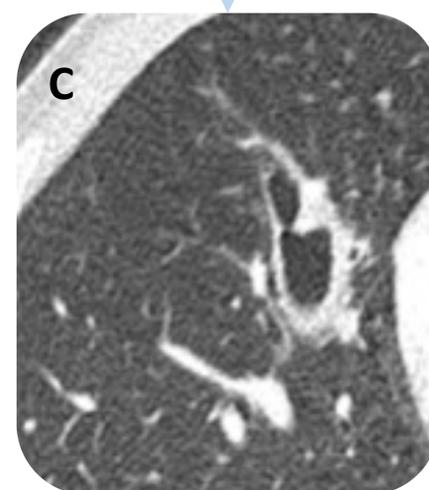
Aspergilosis broncopulmonar alérgica en paciente de 55 años con historia de asma desde la infancia e infecciones respiratorias de repetición. Cortes axiales de TC de tórax, visualizando los principales hallazgos radiológicos (signo del dedo de guante (A, B), nódulos centrolobulillares (A) y bronquiectasias centrales en TC de control posterior (C)).
